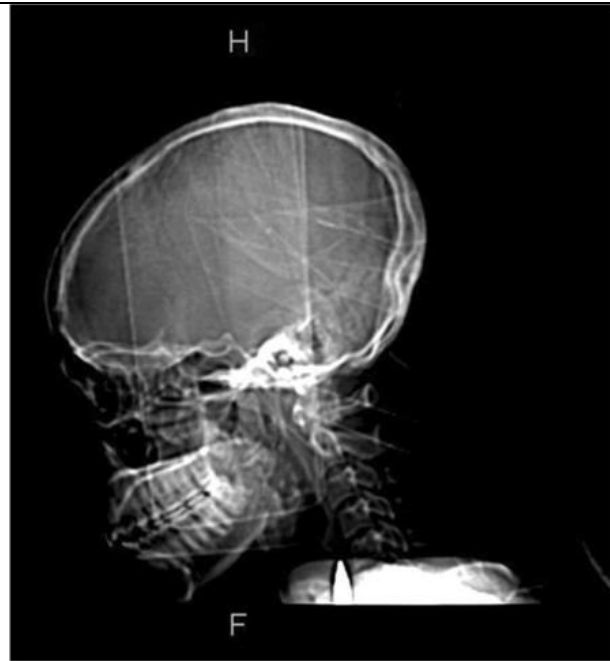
Computed tomography scan of the head and neck. The scan shows a cephalad shift of the bullet to lie partially anterior to the fifth cervical vertebra. There is also a comminuted fracture of the angle and ramus of the right mandible. The section is through the median sagittal plane.
